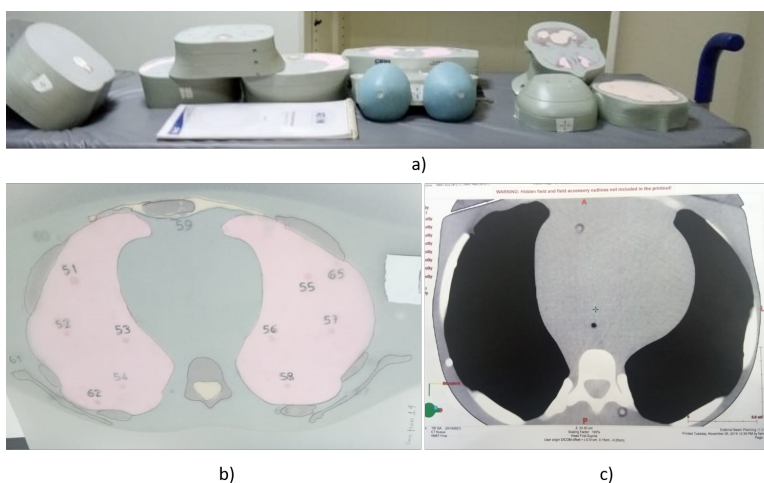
En la imagen superior se muestran los cortes del maniquí; la imagen inferior izquierda muestra la manera en que se delineó el contorno de los pulmones en el corte 14 y en la imagen inferior derecha se muestra el corte correspondiente en la CT.
